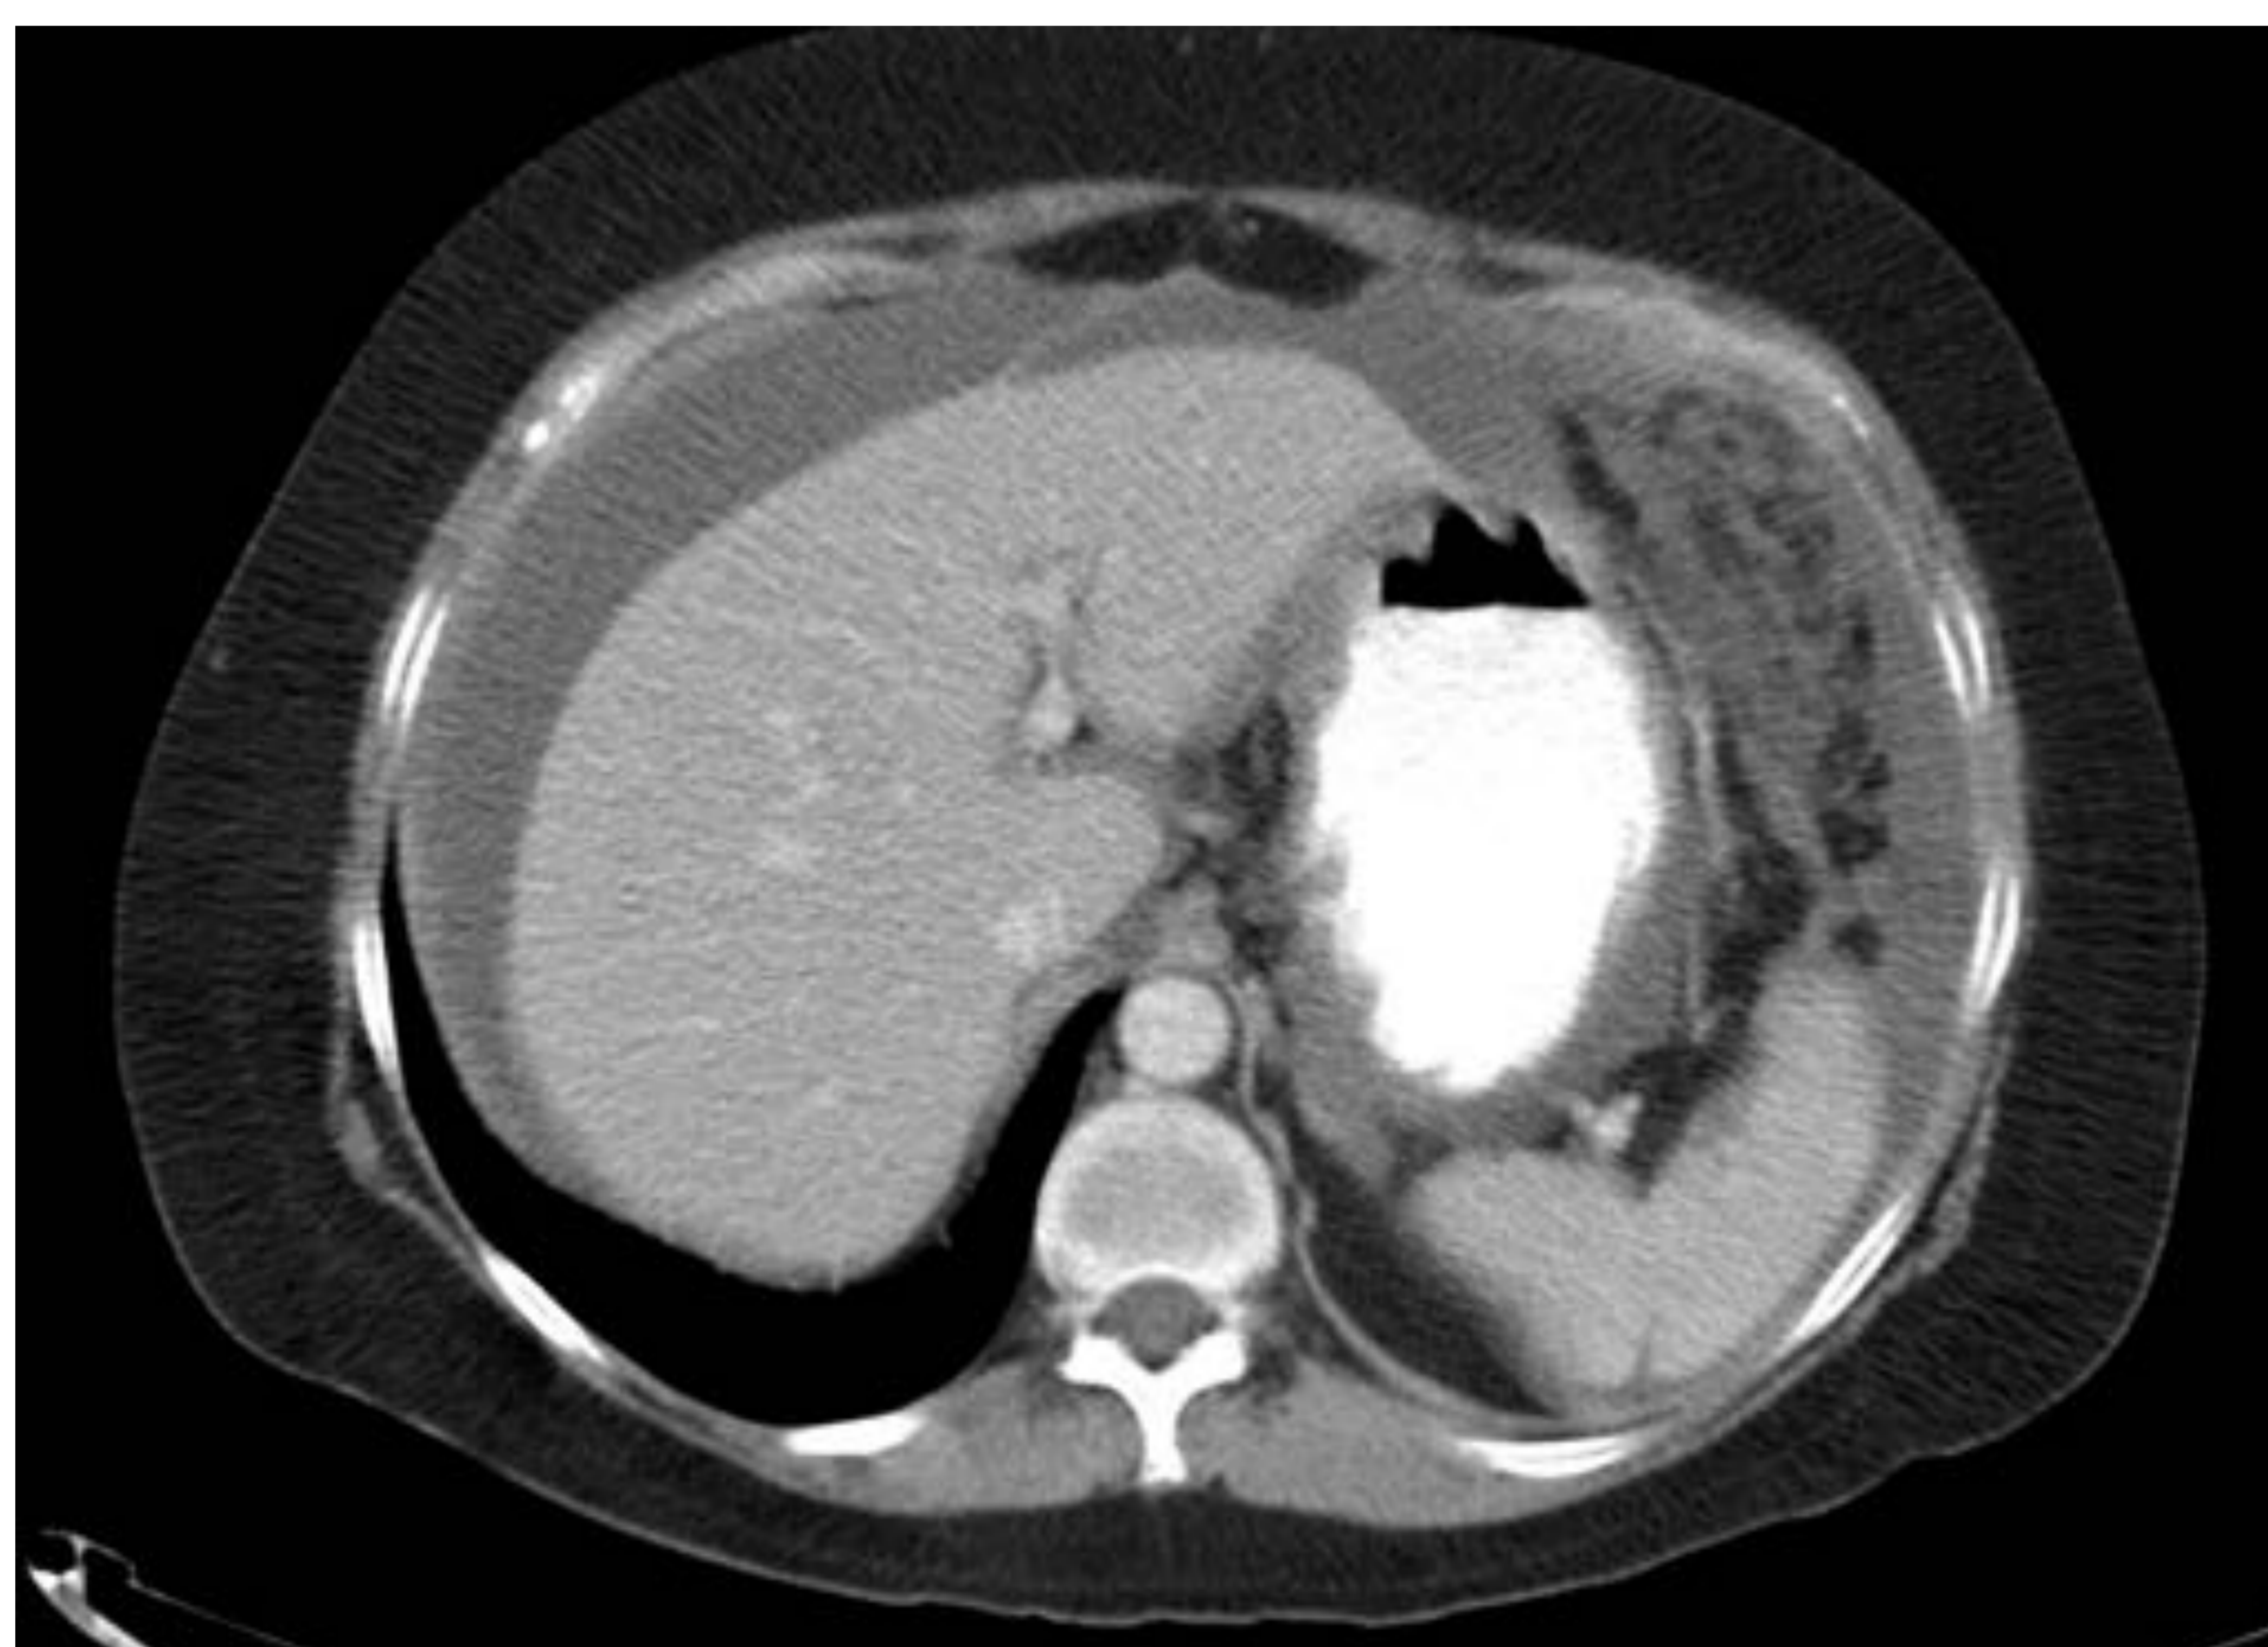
Carcinomatosis peritoneal 2ª a cistoadenocarcinoma ovárico. TC axial con civ. Signos de infiltración epiploica, implantes peritoneales, ascitis loculada, metástasis hepáticas y esplénicas y signos de obstrucción intestinal proximal.
